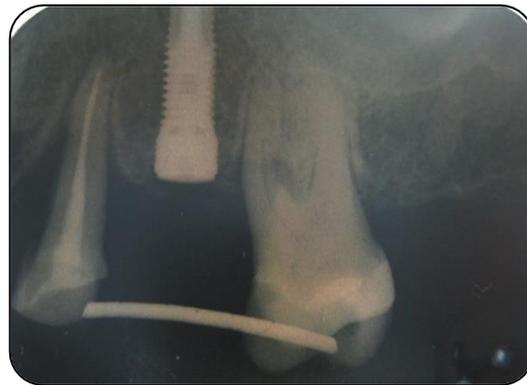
Radiografia periapical do implante na região do 25
